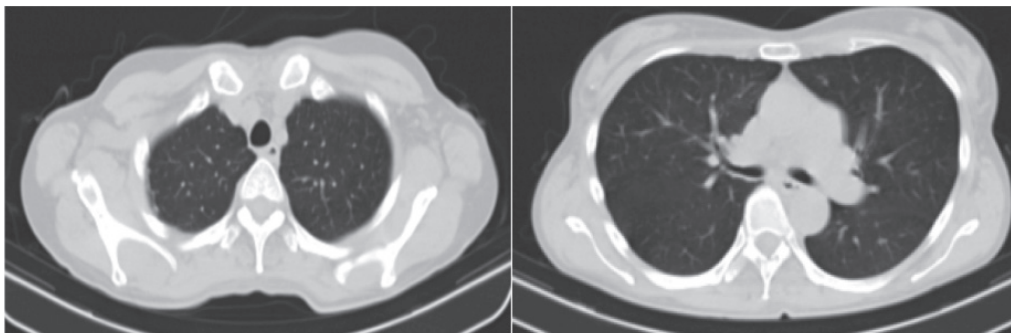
КТ ОГК хворої Н. від 30.01.2025 р.
